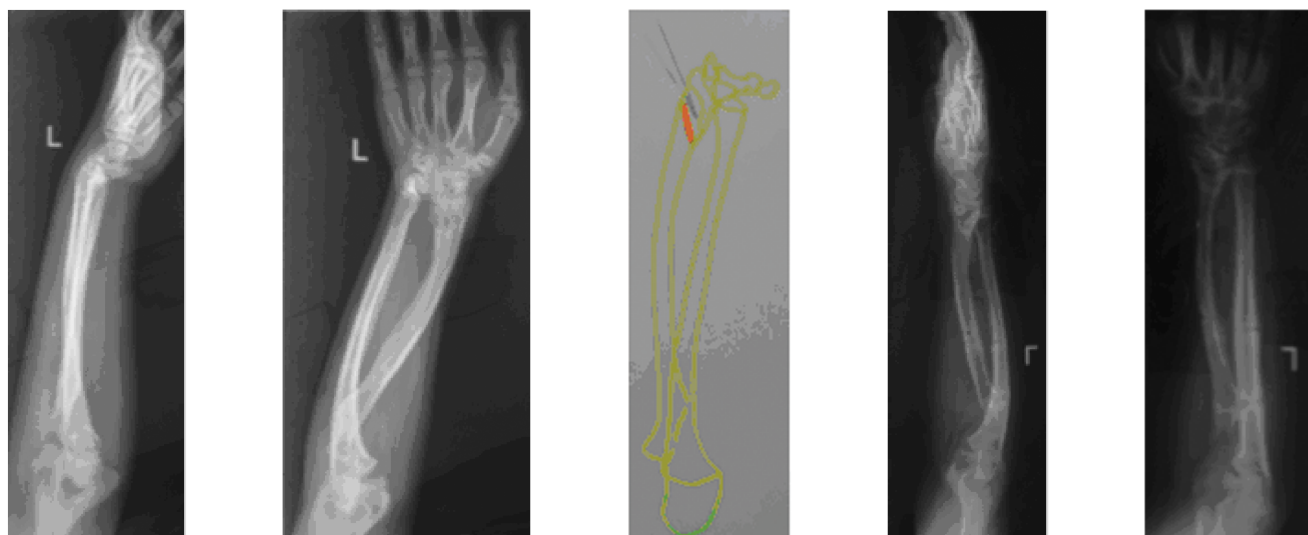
Рентгенограммы костей предплечья до и после устранения деформации лучевой кости, торсии и укорочения
